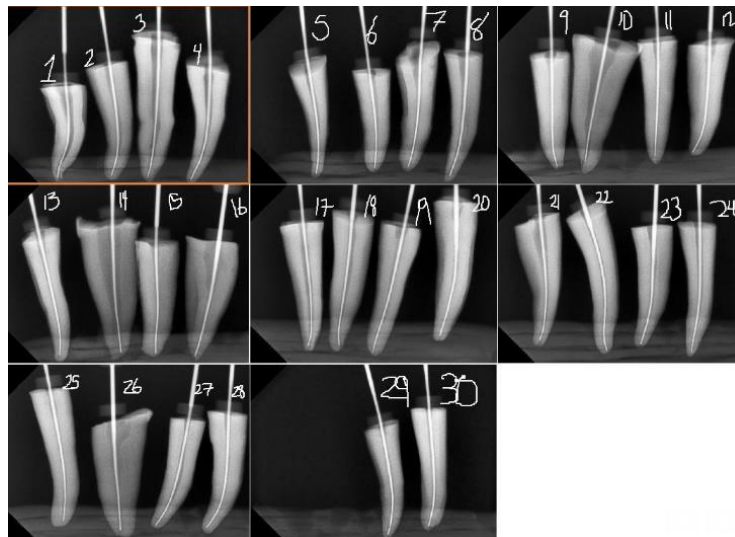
Radiografias de conductometria.
